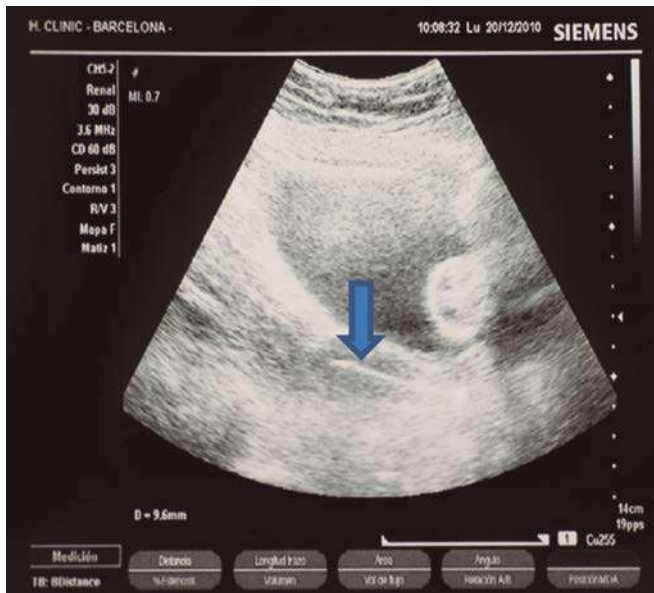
Ecografía mostrando aplicador en la cavidad uterina.
